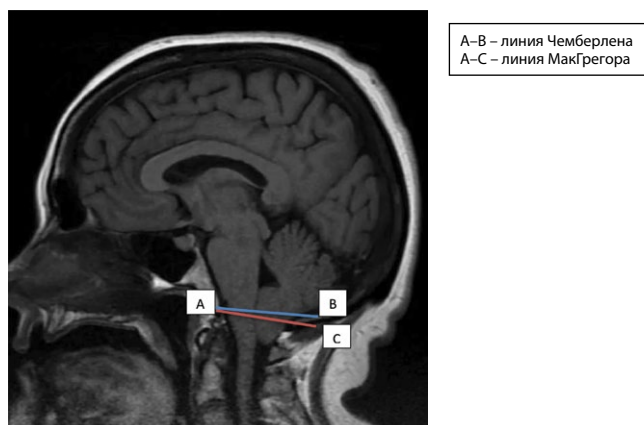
МРТ головного мозга, Т1-режим. Сагиттальная проекция. Аномалия Арнольда – Киари 1-го типа
